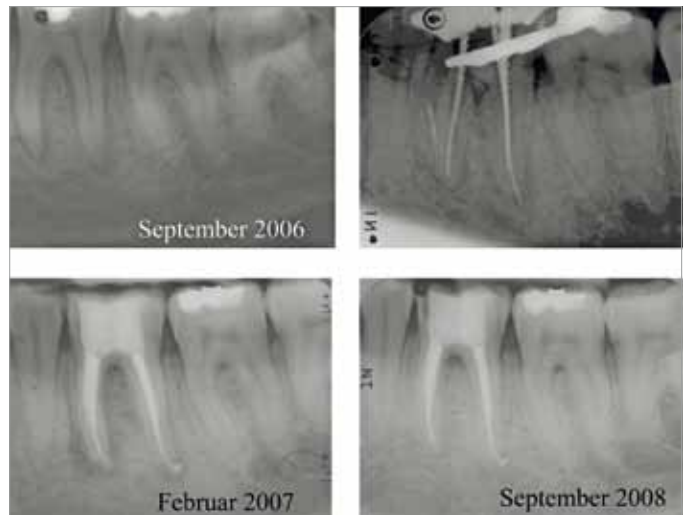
Die Röntgenbilder zeigen die Ausgangssituation im September 2006, das frakturierte Instrument (r. oben) und die erfolgreiche Füllung nach Entfernung und Bypass des Gates-Bohrers im Februar 2007 (l. unten). Eine röntgenologische Kontrolle im September 2008 zeigt die komplette Ausheilung der apikalen Läsion (r. unten)
